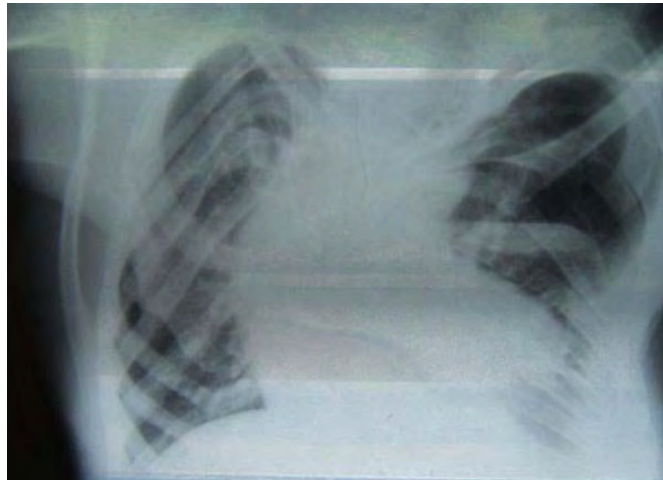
Radiografía de tórax. Muestra deformidad torácica, así como la presencia de costillas bífidas.⁵⁰
